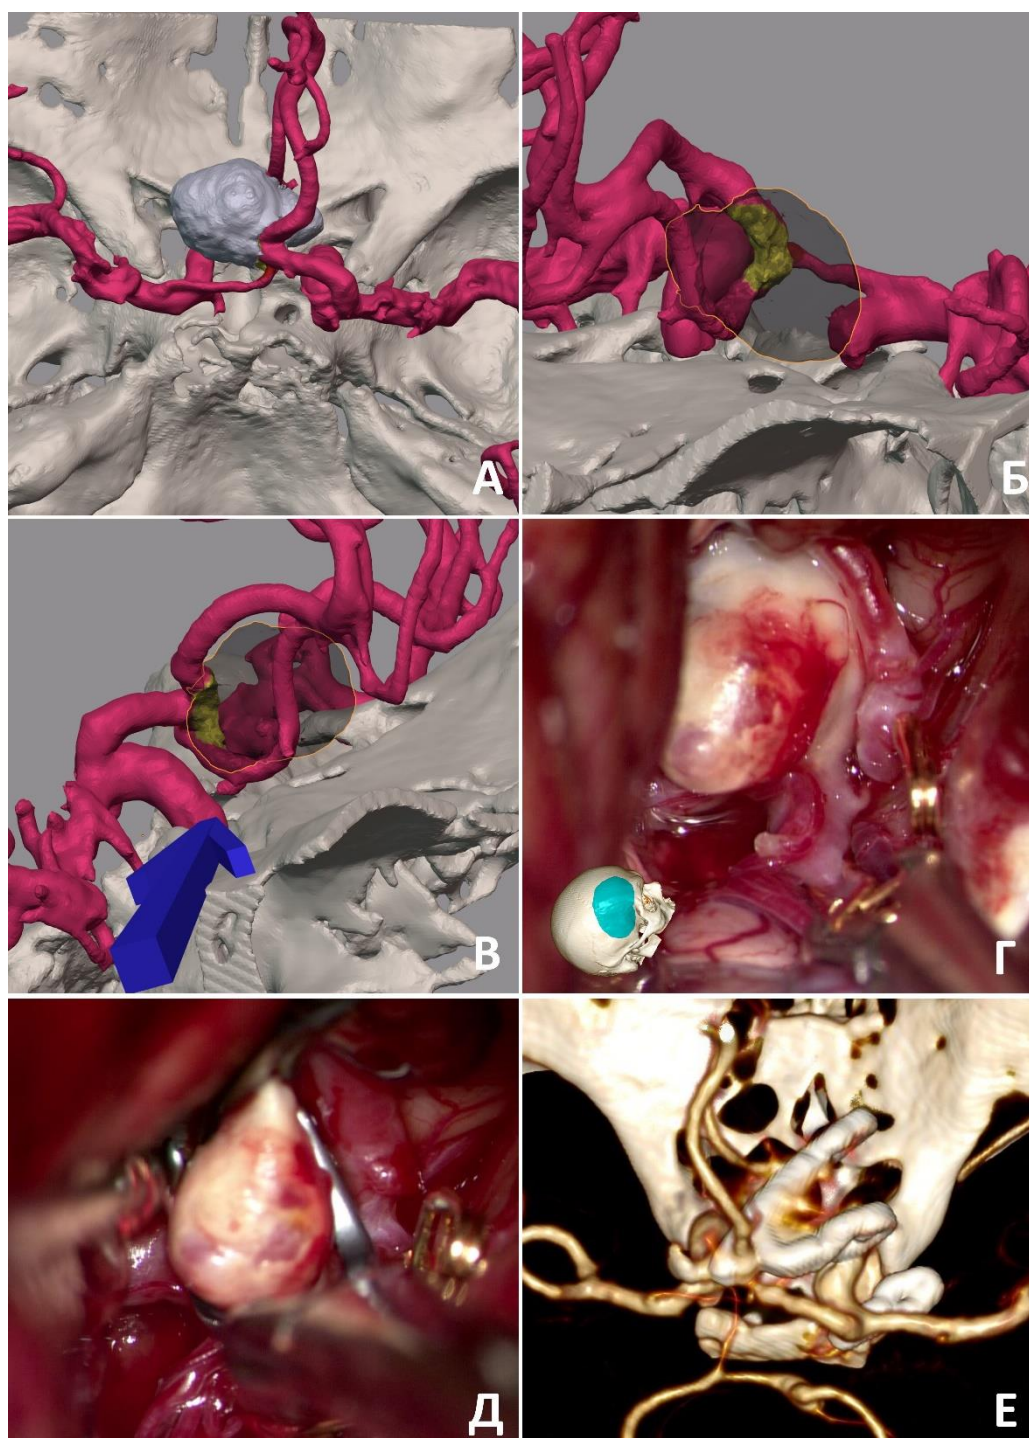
Клипирование аневризмы верхнего расположения при ротации комплекса ПМА-ПСА в направлении к доминантному А1. А – вид на 3Д-модели, полученной путем сегментации; Б, В – сегментация, шейка (желтый цвет) распространяется на верхнюю, заднюю (Б) и переднюю (В) поверхности ПСА, стрелкой указано направление доступа; Г, Д – интраоперационные фото до и после клипирования (объяснение в тексте), 3Д-модель указывает ракурс фото; Е – контрольная КТ-ангиография
